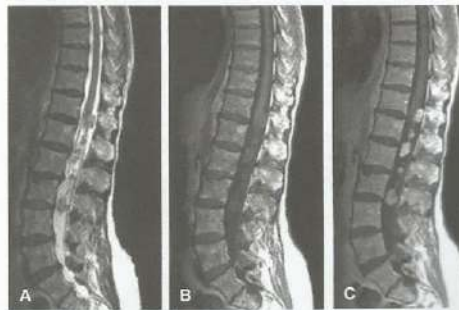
RM da coluna lombossacra em paciente com neurofibromatose demonstrando vários neurofibromas na cauda equina, hipointensos em T2 (A), isointensos em T1 (B) e com intenso realce após administração venosa de gadolínio (C).
